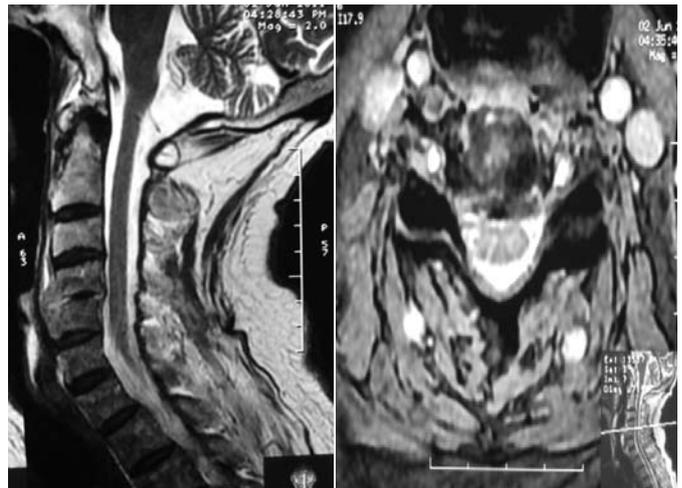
IRM cervicale en séquence pondérée T2, coupe sagittale (à droite) et axiale passant par l'espace C4-C5 (à gauche) montrant la double localisation non contiguës de la spondylodiscite au niveau C1-C2 et C4-C5 avec des abcès paravertébraux et épидурaux.
